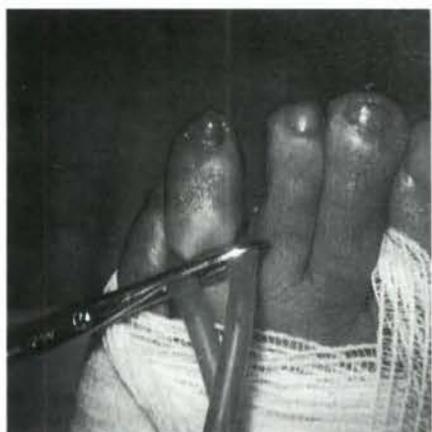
Radiografía campo operatorio preparado para la intervención.
